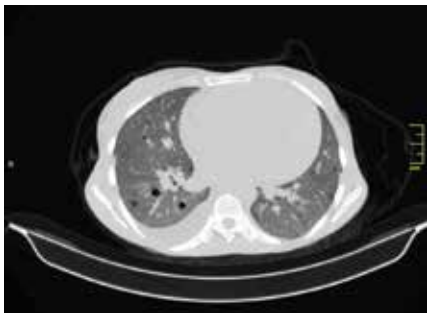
HRCT: множинні тонкостінні кісти округлої форми в паренхімі обох легень, плевральний випіт справа
